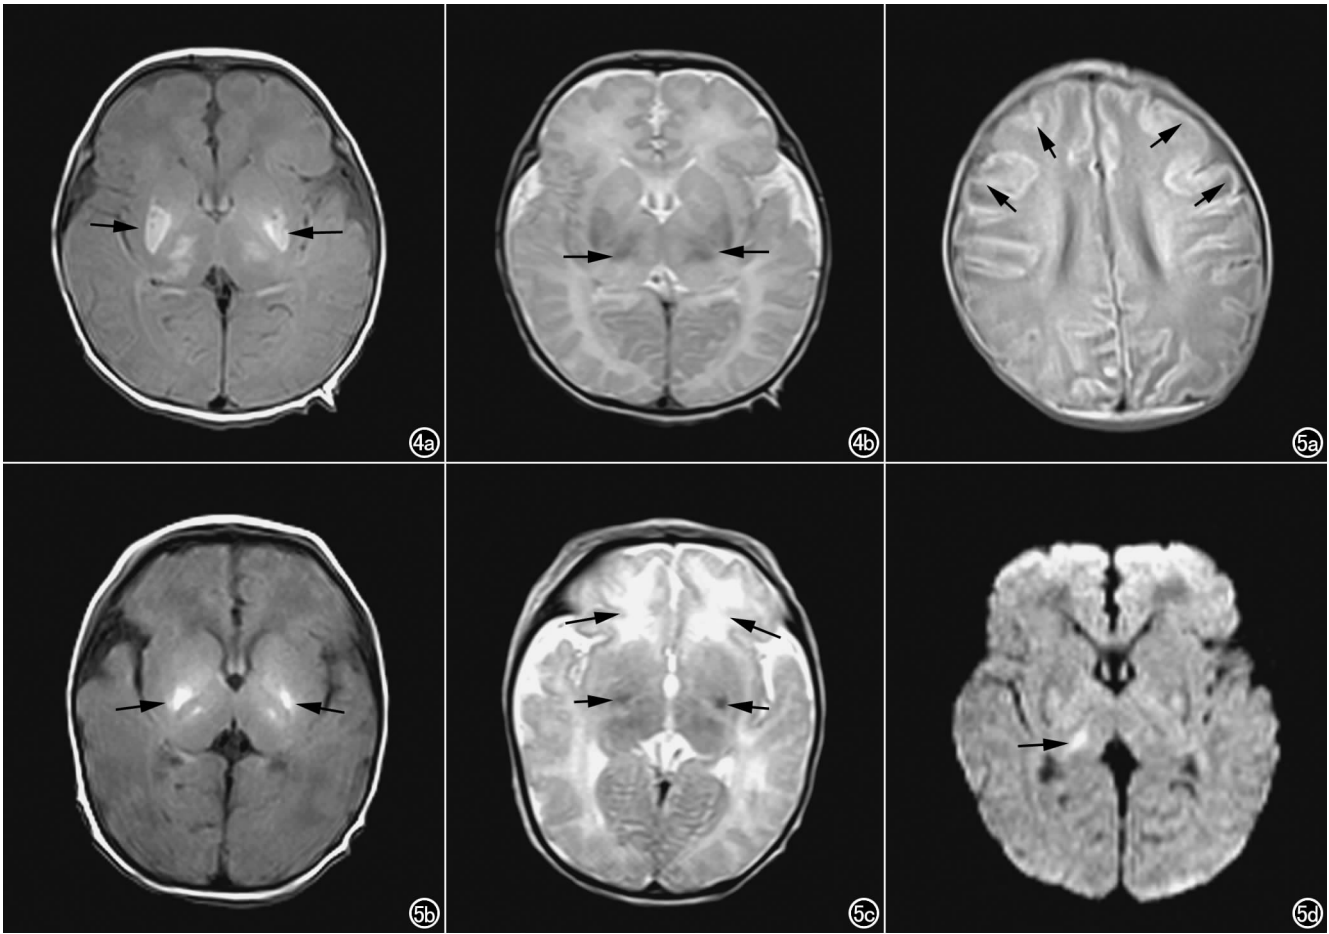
男,早产儿,出生后 10 d,重度 HIE。a) SE-T₁ WI 示基底节、丘脑斑片状对称性高信号(箭); b) FSE-T₂ WI 示基底节、丘脑低信号影(箭)。 图 5 女,足月儿,出生后 6 d,重度窒息,重度 HIE。a) SE-T₁ WI 示皮层区广泛信号异常(箭); b) SE-T₁ WI 示双侧基底节斑片状高信号(箭); c) FSE-T₂ WI 示基底节低信号(短箭),双侧额枕叶白质片状高信号(长箭); d) DWI 示基底节及丘脑呈高信号(箭)。
